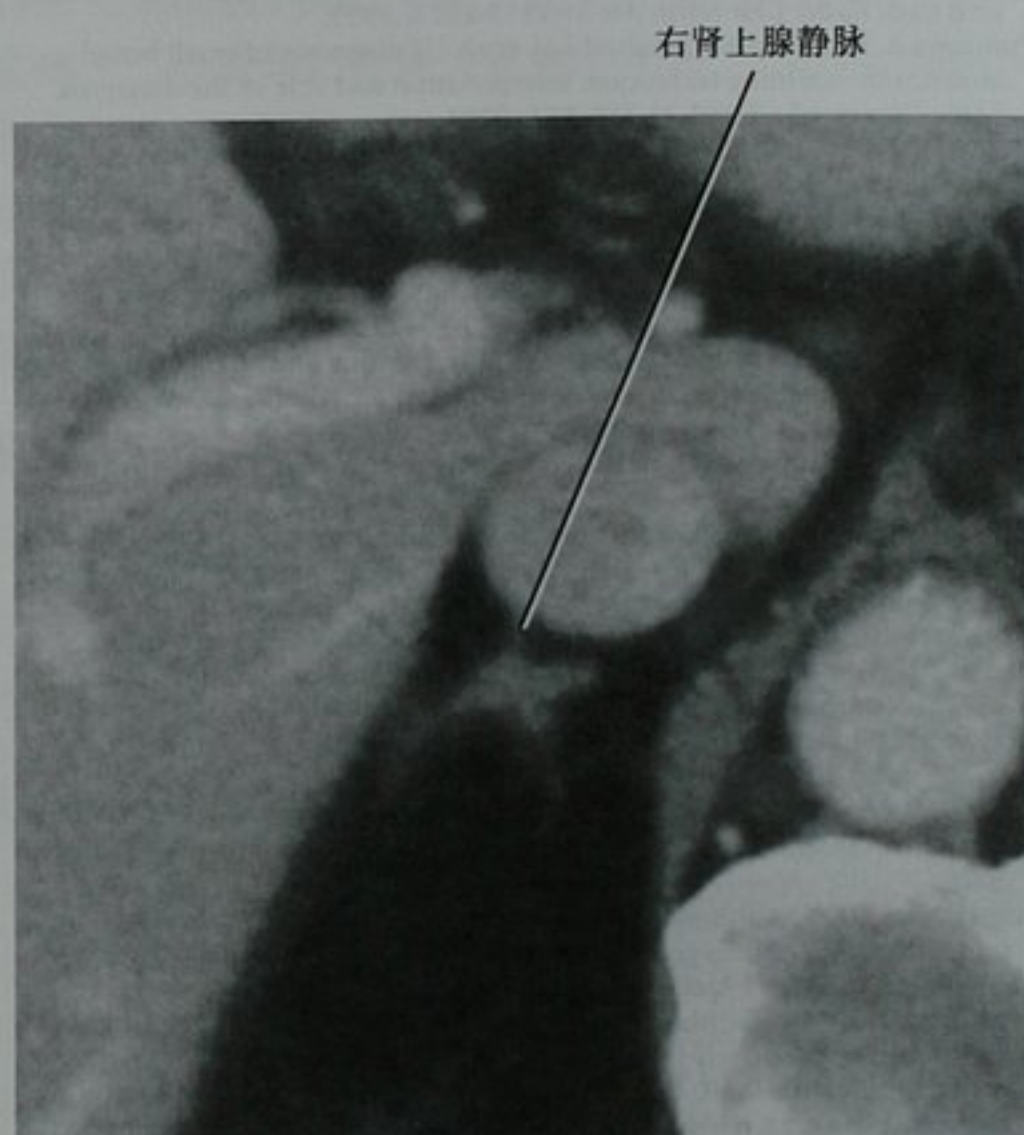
增强轴位 CT 图像显示右肾上腺静脉,起自右肾上腺体部,汇入下腔静脉后壁
